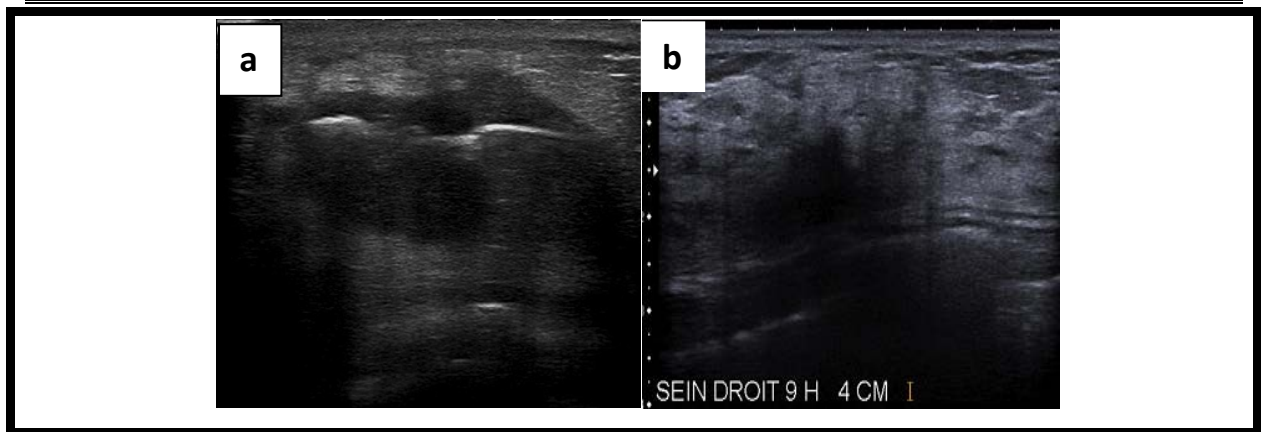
a : échographie : Masse ovale hétérogène.
